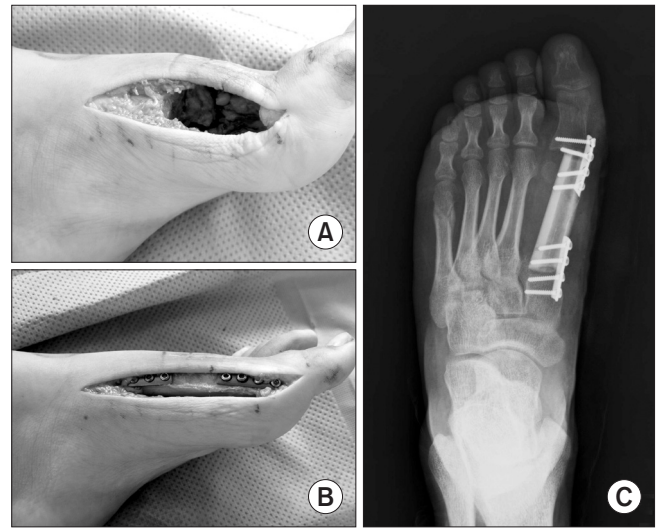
(A) Intraoperative photograph showing an *en-bloc* excision of the first metatarsal through the previous incision. (B) Intraoperative photograph showing the non-vascularized fibula graft at the defect that was fixed with plates at both sides; medial cuneiform-fibula graft and fibula graft-proximal phalanx. (C) Postoperative plain radiograph showing a successful *en-bloc* excision of the recurrent tumor followed by non-vascularized fibula graft.
